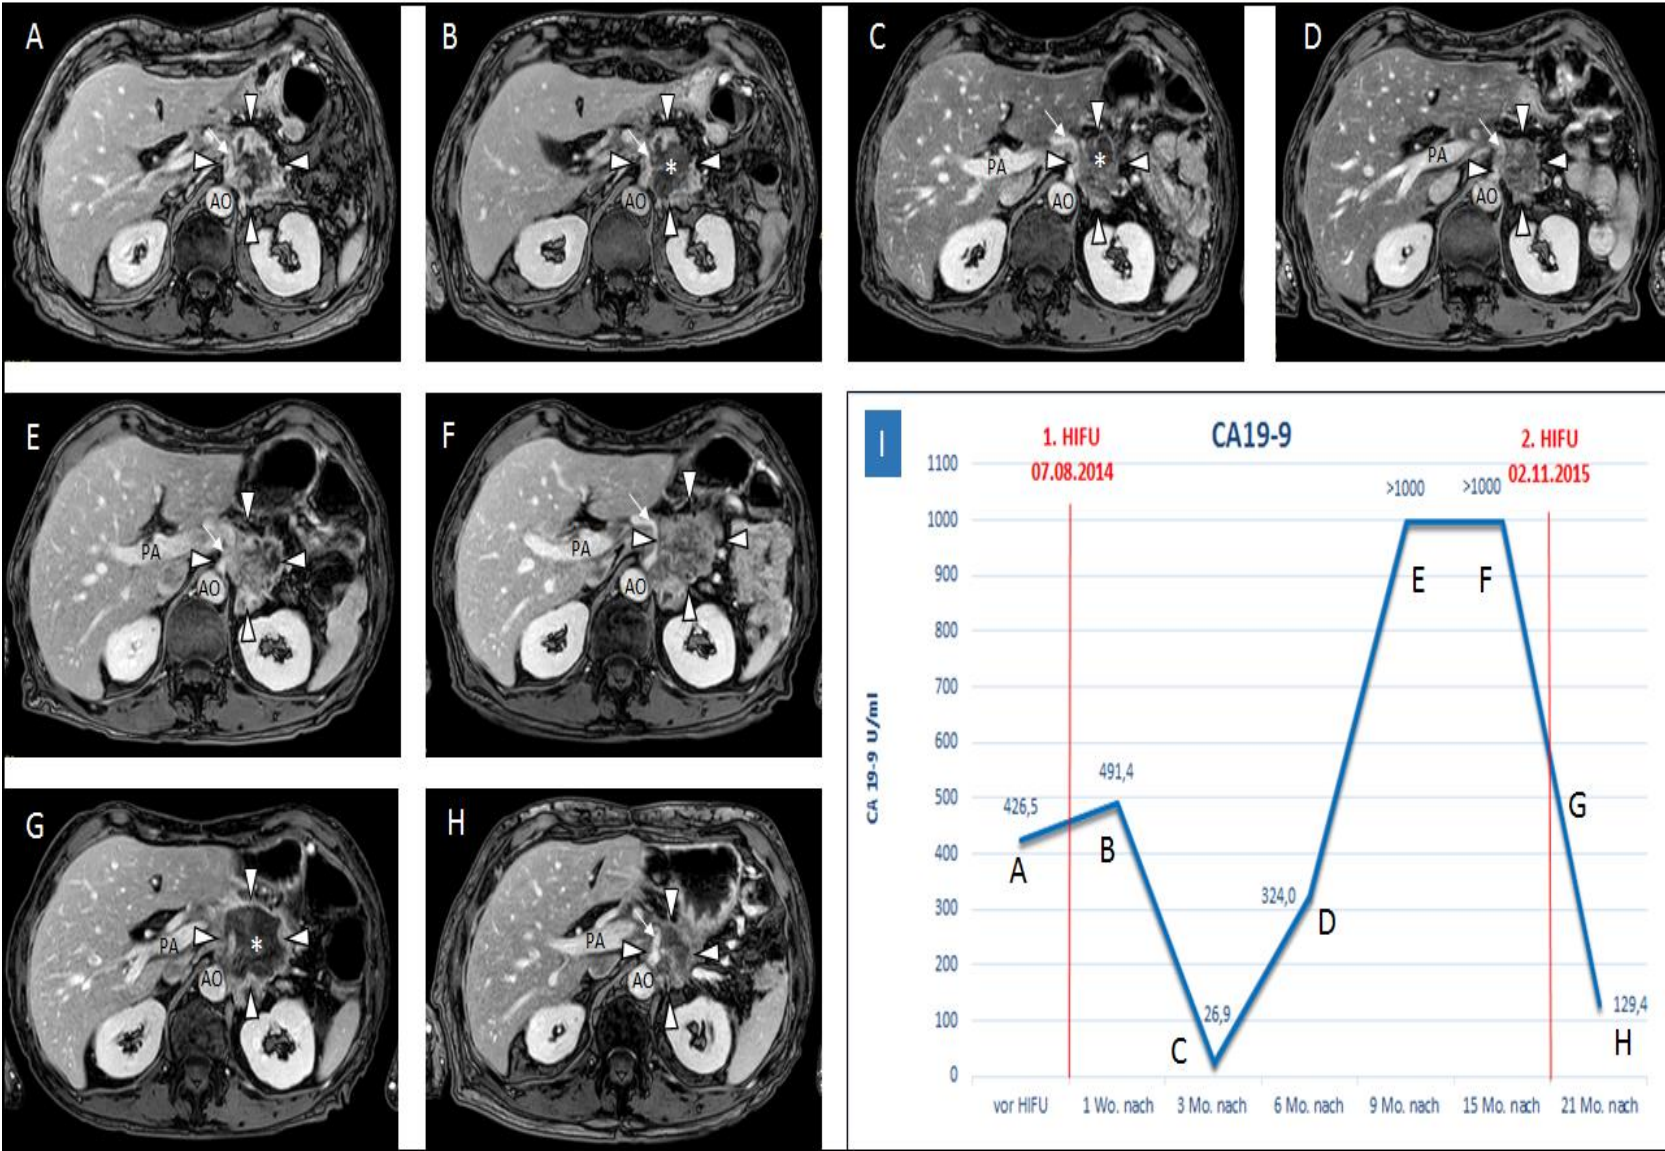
70-jähriger Patient mit duktalem Adenokarzinom des Pankreas. Transversale kontrastmittelverstärkte MRT-Aufnahmen (T1 FFE-Sequenzen nach KM-Gabe) (Verlaufskontrollen bis 21 Monate nach dem ersten HIFU). Der Tumor (*weiße Pfeilspitzen*) ummauert den Truncus coeliacus (*weißer Pfeil*). Der Patient wurde im Verlauf zwei Mal mit HIFU behandelt (2. HIFU 15 Monate nach 1. HIFU)
